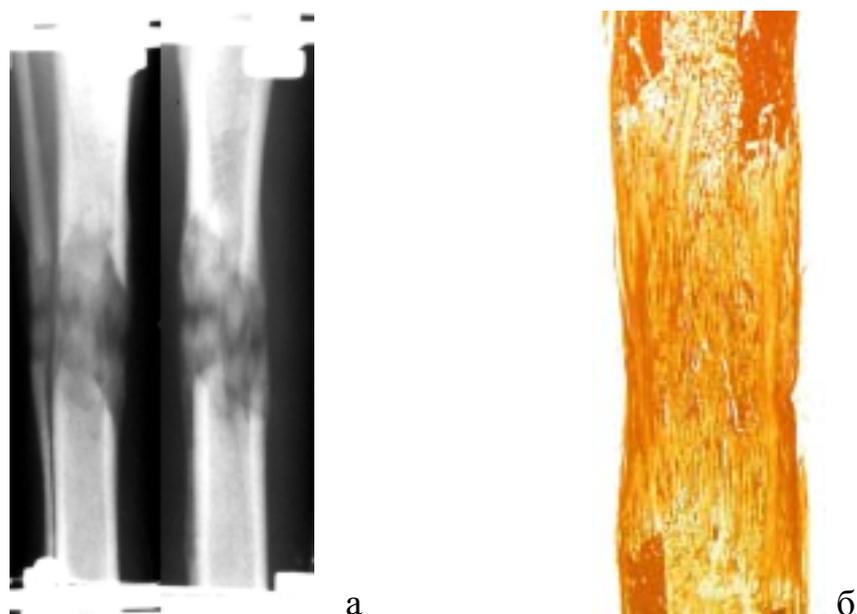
Рентгенограмма (а) и гистограмма (б) регенерата через 28 дней автоматического удлинения голени в эксперименте.
